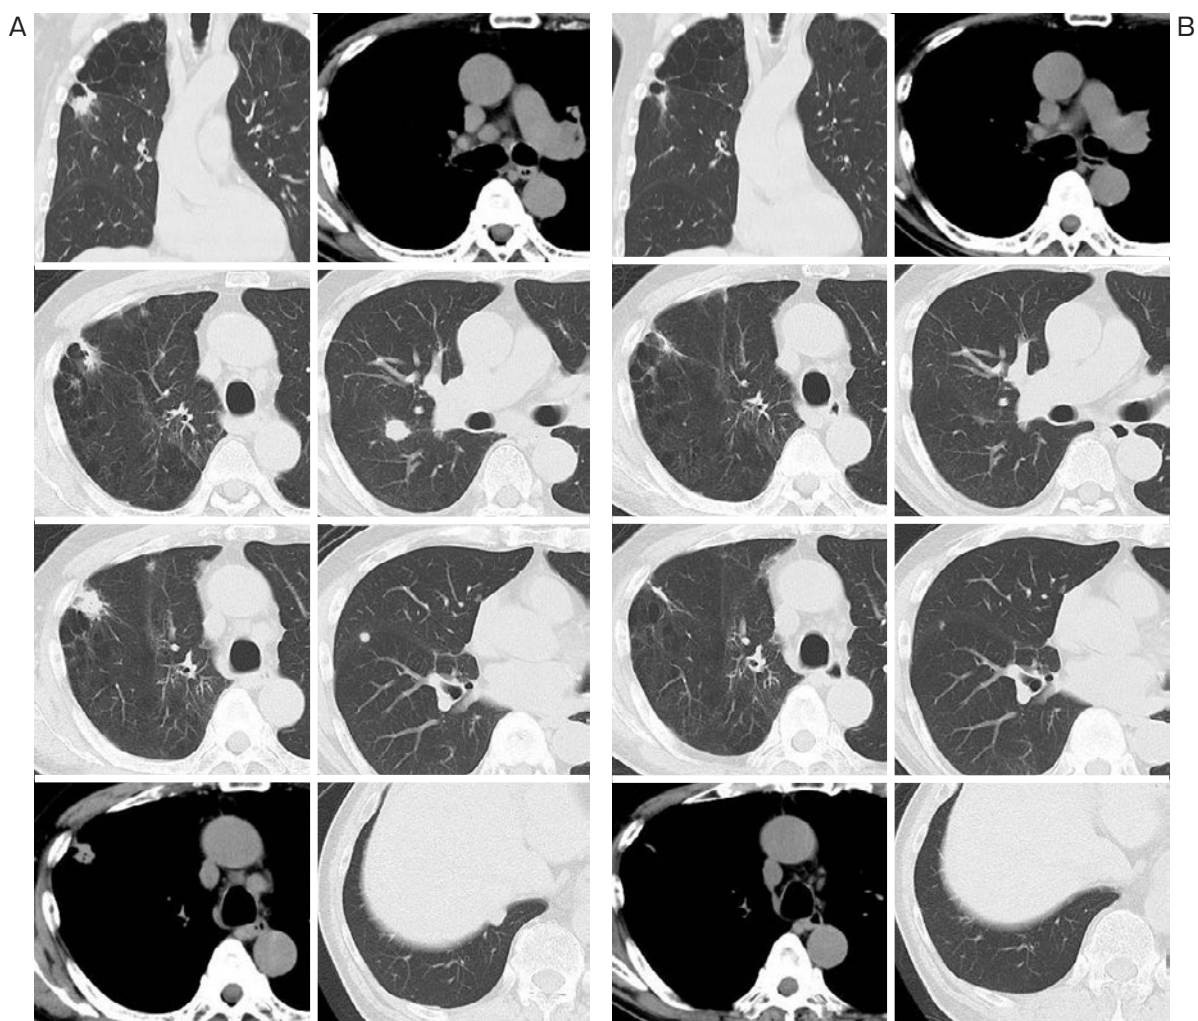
(A) 初診時の胸部CT. 右肺に5つの結節影を認め、両側縦隔リンパ節腫大を認めた. (B) 化学療法2コース終了時. 結節影はすべて縮小し、リンパ節の腫大は消失していた.
